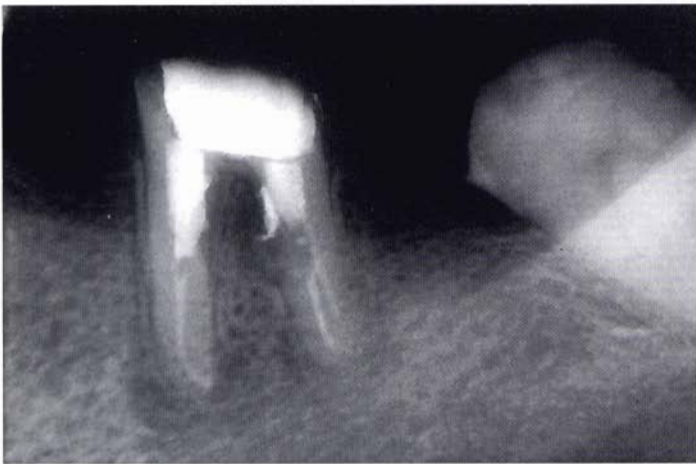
d - Radiografia di controllo a distanza di 4 mesi, dopo che sono state chiuse le tre perforazioni ed è stato trattato il secondo canale distale, lasciando lo spazio per un perno.
